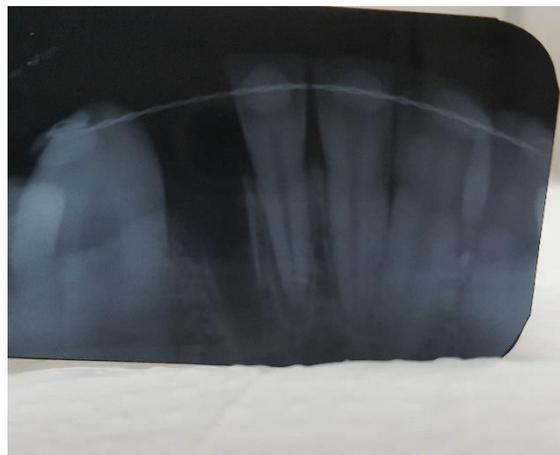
Radiografia pós primeiro atendimento
